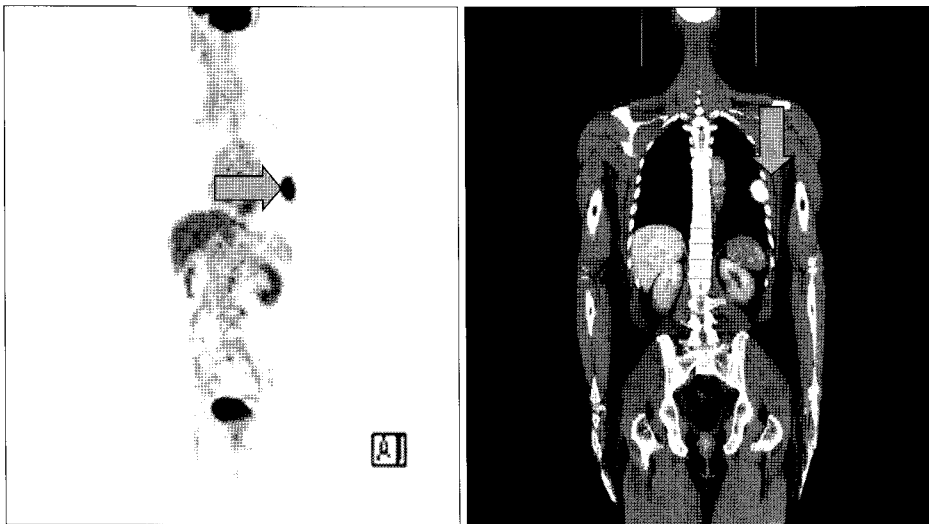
Coronal PET-CT image shows a high accumulation of FDG (max SUV 9.7) in the tumor (arrow).
